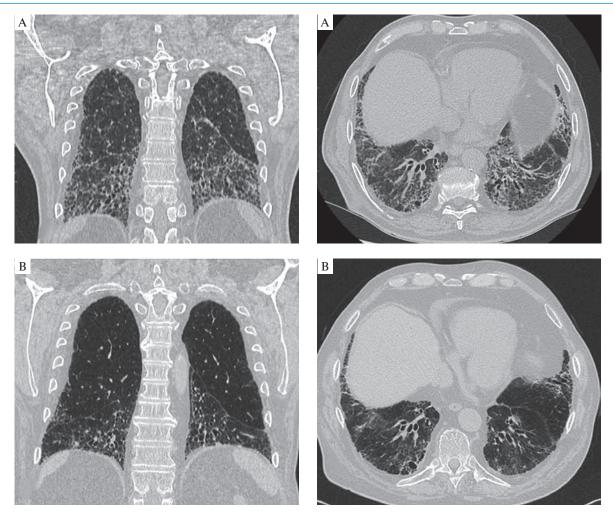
Данные компьютерной томографии органов грудной клетки больного X. 70 лет: A — от 06.03.20; B — от 15.10.20 Figure 2. Chest computed tomography scans of the patient Kh., 70 years old: A, March 06, 2020; B, October 15, 2020
